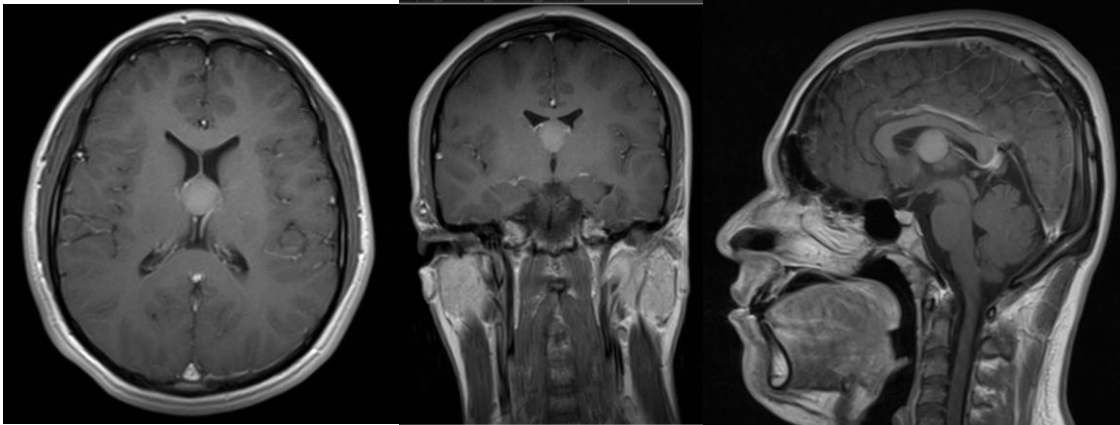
Mismo paciente, masculino de 46 años de edad la cual ha presentado múltiples episodios de cefalea intensa por lo que acude al servicio de admisión continua de esta UMAE. RM de encéfalo (a) axial, (b) coronal y (c) sagital en secuencia ponderada en T1 + contraste en el cual se demuestra una lesión redondeada de bordes bien definidos e interior homogéneo hiperintensa, de localización en el tercer ventrículo la cual no demuestra algún realce.
